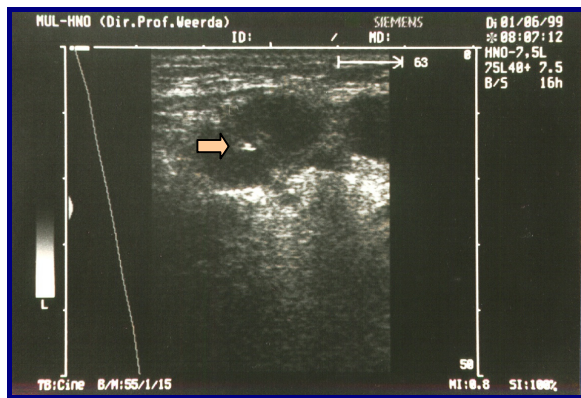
Sonographisch kontrollierte FNP eines Parotistumors (Pfeil = Kanülenspitze)
